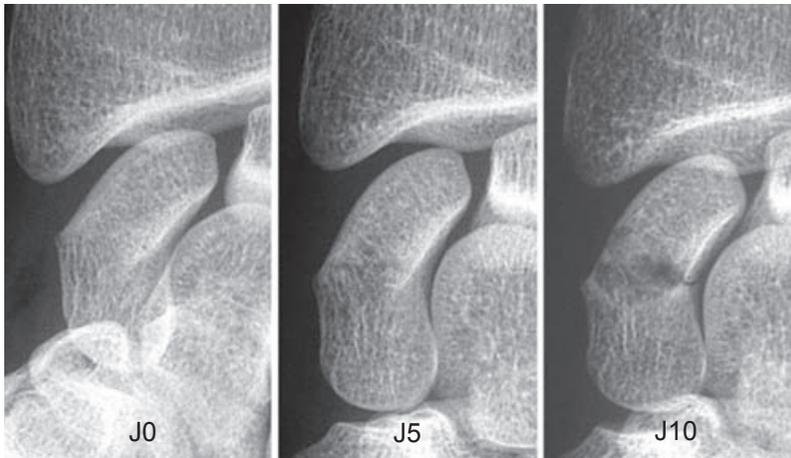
Fracture isthmique du scaphoïde, non visible sur la radiographie initiale (J0). Le diagnostic est possible à J5, la résorption osseuse des berges est maximale à J10.
